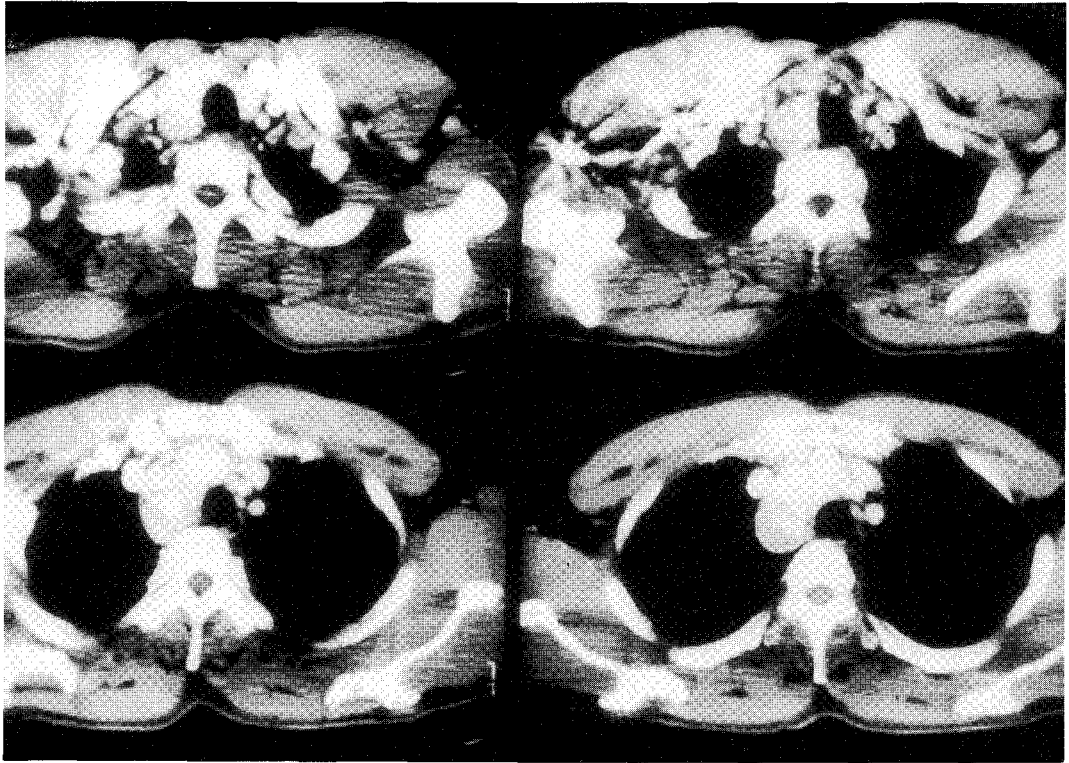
The chest CT scan demonstrating a huge and well-defined mass in anterior-superior mediastinum.
